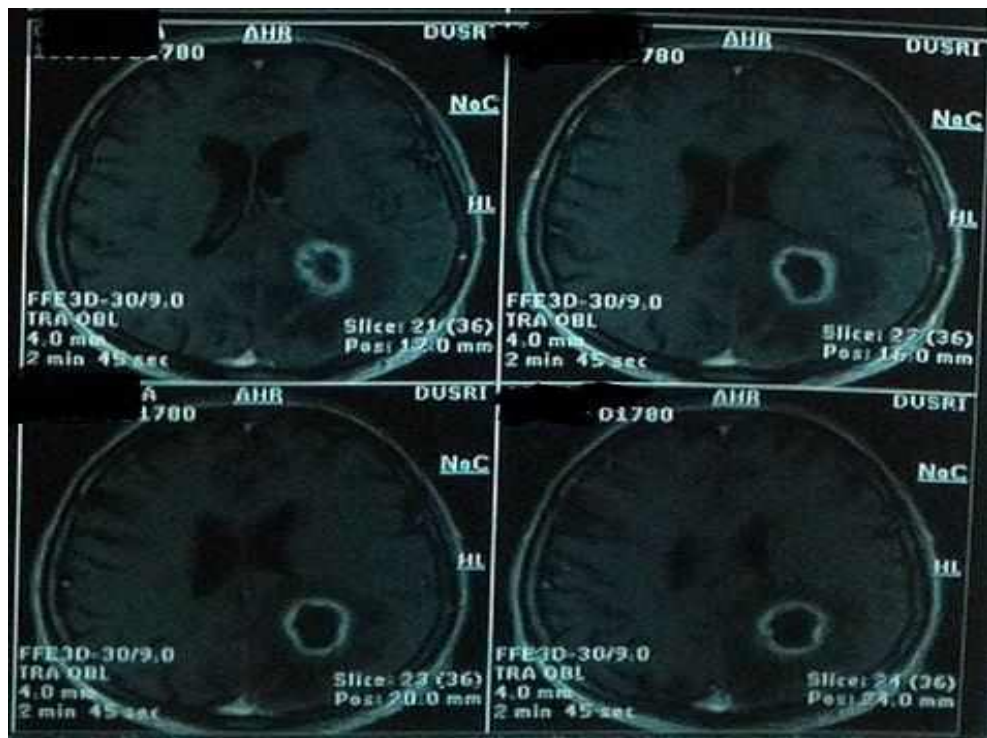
Спостереження №57. Хворий Хворий О-ов, 67 років (історія хвороби №14408). МРТ з контрастуванням.
